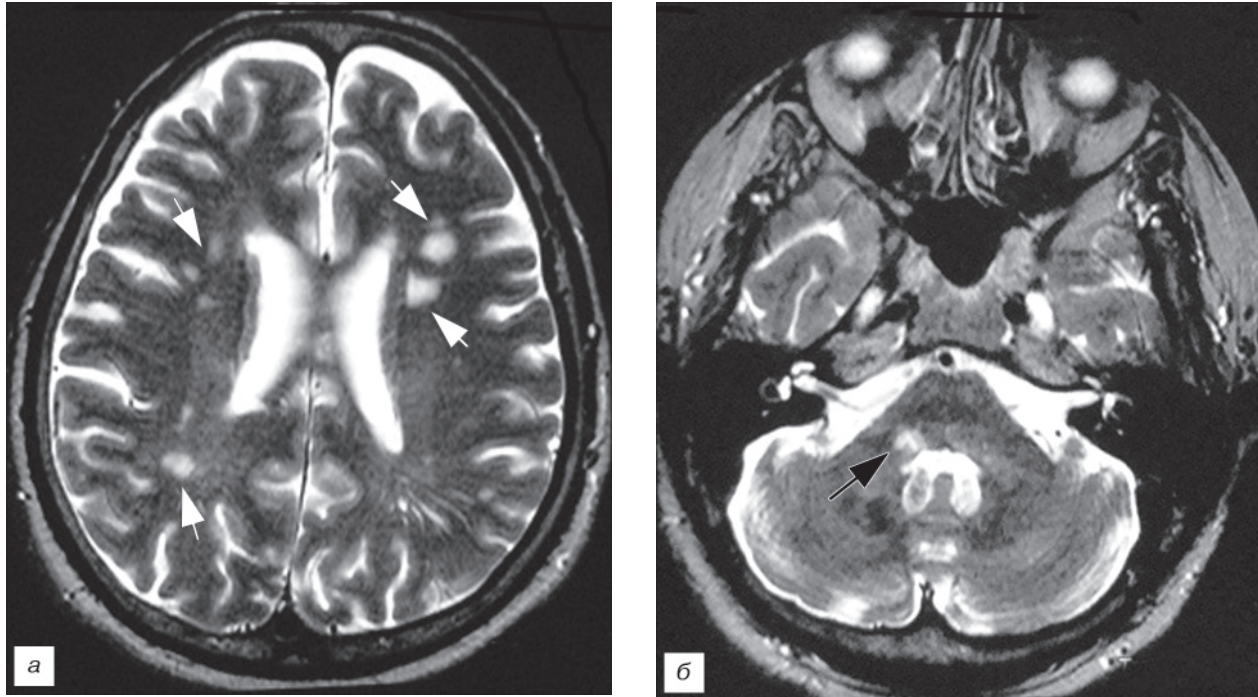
НТН справа с локализацией болей в области второй ветви большого К, 62 лет: *а* — МРТ — очаги демиелинизации при последнем обострении заболевания РС и НТН, *б* — МРТ — очаг демиелинизации в мосту справа.
